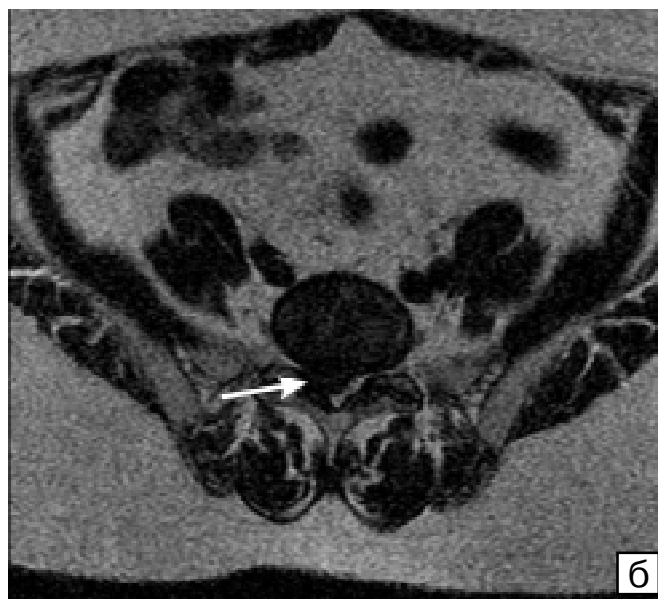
Хвора К., 51 рік. Секвестрована грижа диска L5–S1 (вказана білою стрілочкою). Магнітнорезонансна томографія попереково-крижового відділу хребта: а — сагітальна, б — аксіальна проекція
